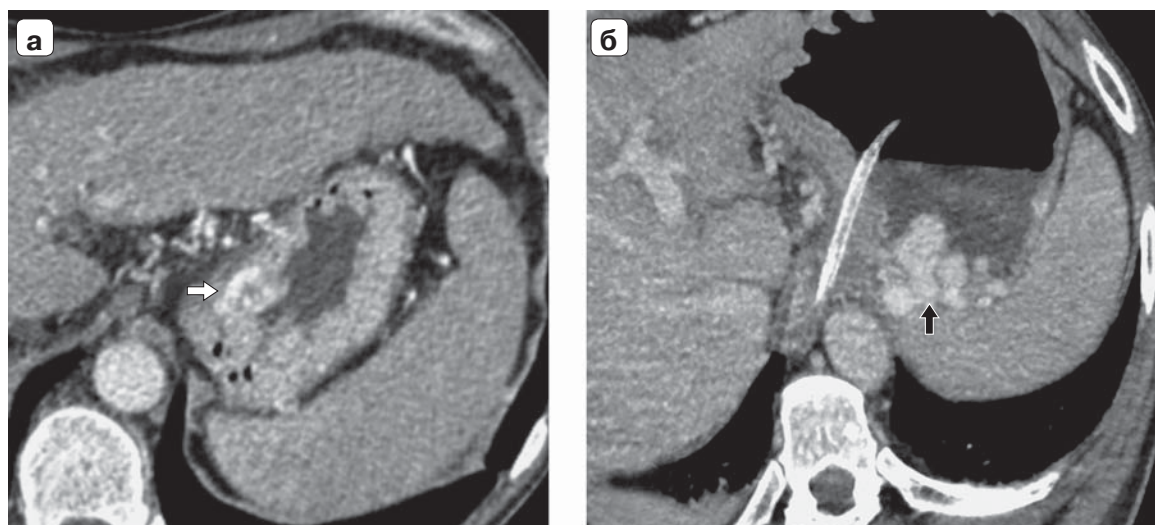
Компьютерные томограммы. Влияние степени растяжения желудка на качество отображения ВРВ, поздняя артериальная фаза контрастирования: а — изображение без растяжения желудка, дифференцировать перигастральные и подслизистые вены невозможно (указаны белой стрелкой), слизистая желудка интенсивно контрастирована, что дополнительно ухудшает отображение вен; б — изображение с растянутым жидкостью и воздухом желудком, отчетливо видны перигастральные и подслизистые вены желудка (указаны черной стрелкой).
